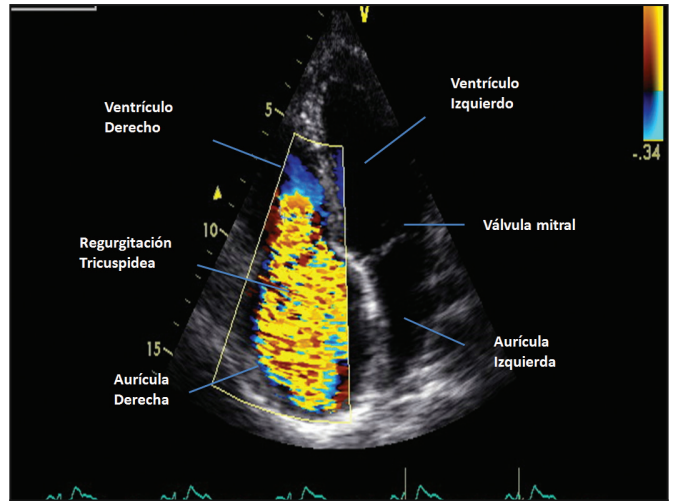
Imagen con doppler color en vista de 4 cámaras que demuestra la presencia de una regurgitación tricuspídea severa.
